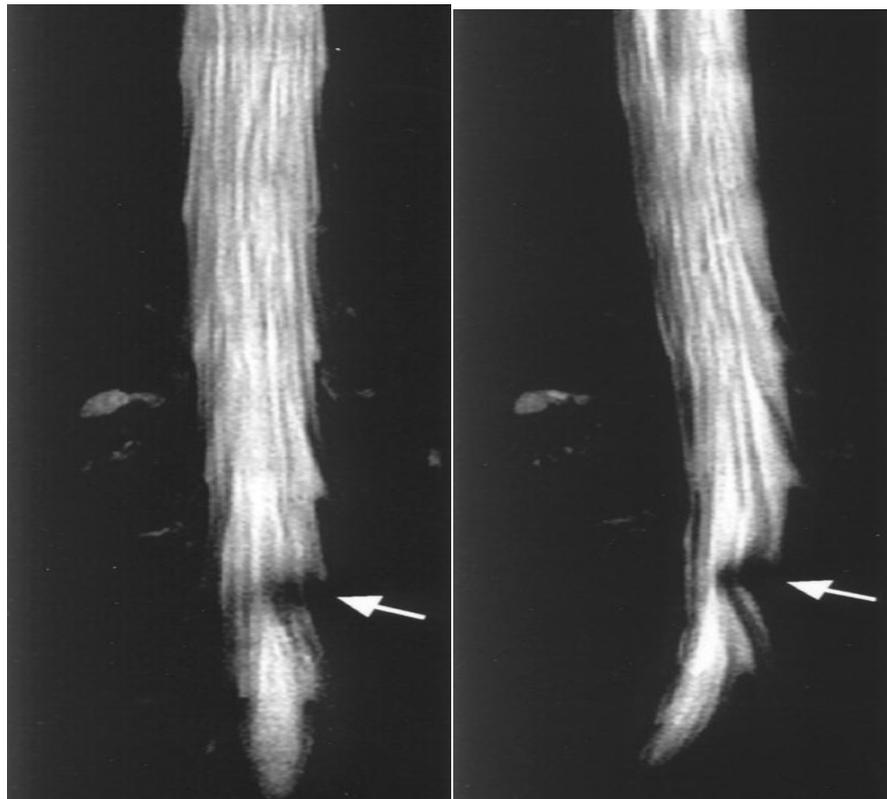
MRI Lumbar; tampak stenosis spinal pada L3-L4 (www.GreatRiverSpine.com)
